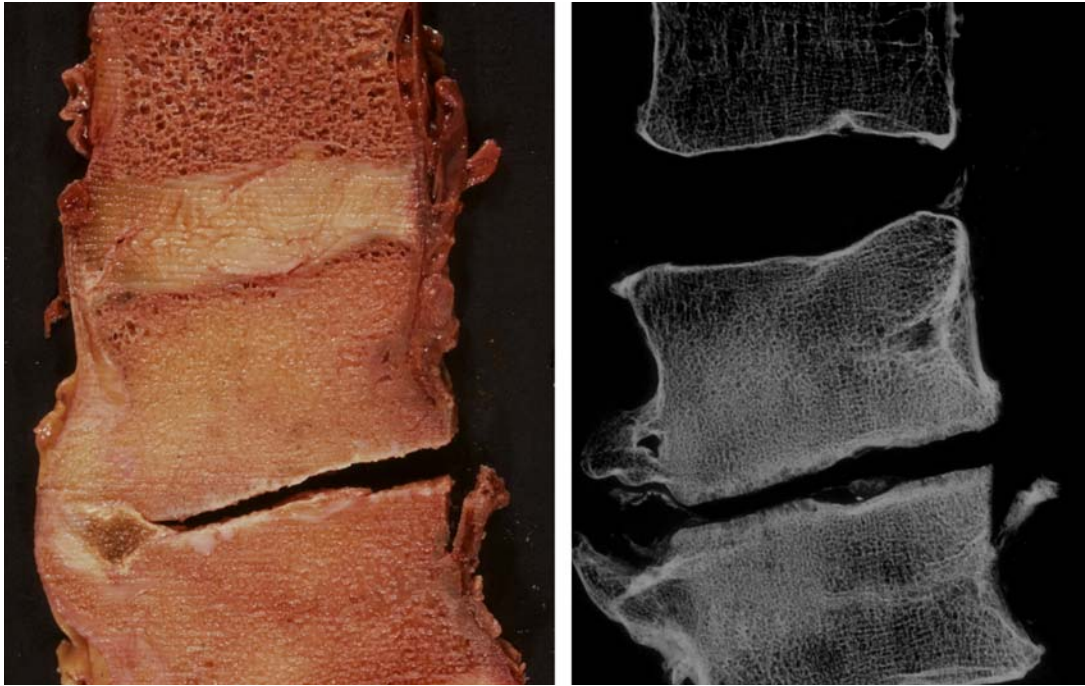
Präparatscheibe und Kontaktradiographie der Wirbelsegmente 2 und 3. Weiblich, 74 Jahre alt. Sagittaler Schnitt. Im Segment LWK 1/2 Spondylose mit leichter Bandscheibendegeneration. Im Segment LWK 2/3: ausgeprägte erosive Osteochondrose bei Wirbelkörperdrehgleiten. Deutlich vor allem in der Kontaktradiographie die vielen kleinen Knorpelknötchen im Bereich der knöchernen Endplatte.
